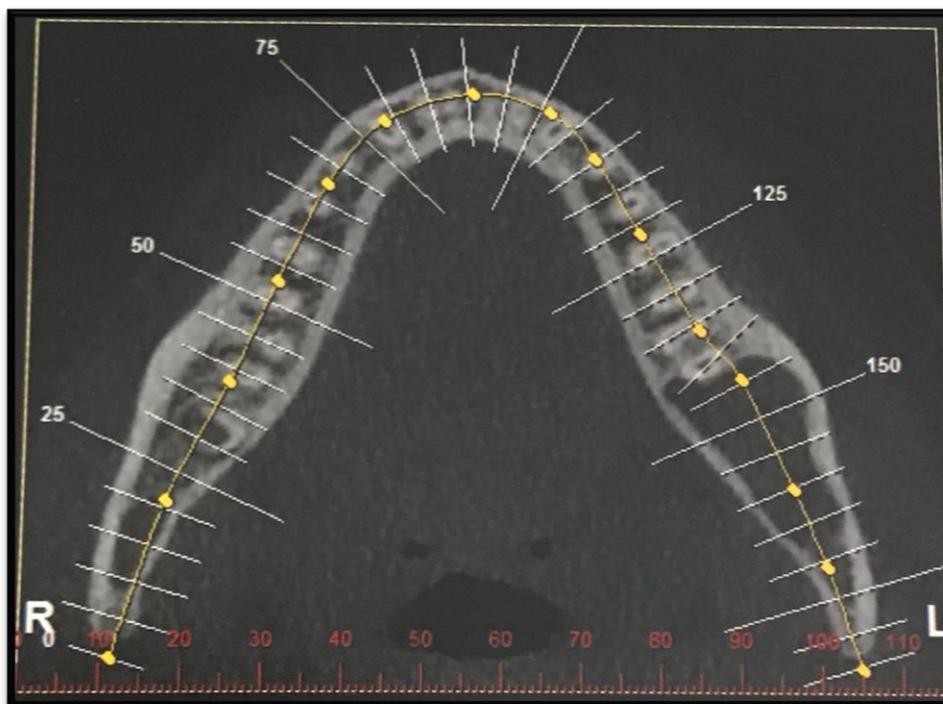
Tomografia computadorizada imagem axial.
